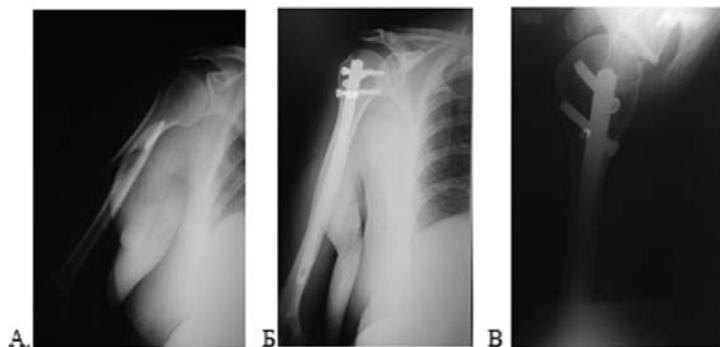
Рентгенограммы пациентки Б., 63 года, интрамедуллярный остеосинтез двухфрагментарного перелома проксимального отдела плечевой кости до (А) и через 6 месяцев (Б, В) после операции
